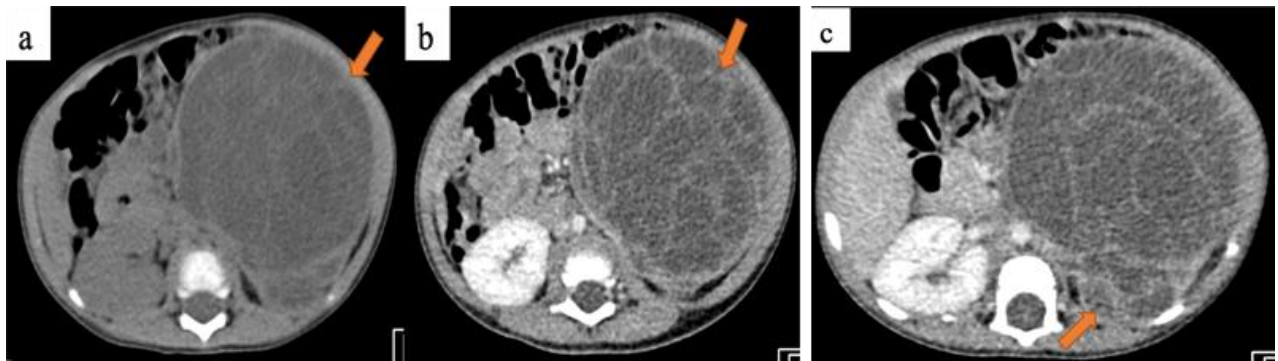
TDM en coupes axiales avant (a) et après injection de PDC (b, c). Néphrome kystique gauche. Fille âgée de 02 ans. Masse rénale gauche siège de kystes séparés par des septa fins qui sont faiblement rehaussés avec dilatation pyélocalicielle homolatérale. Effet de masse sur les structures digestives et les gros vaisseaux (→)
